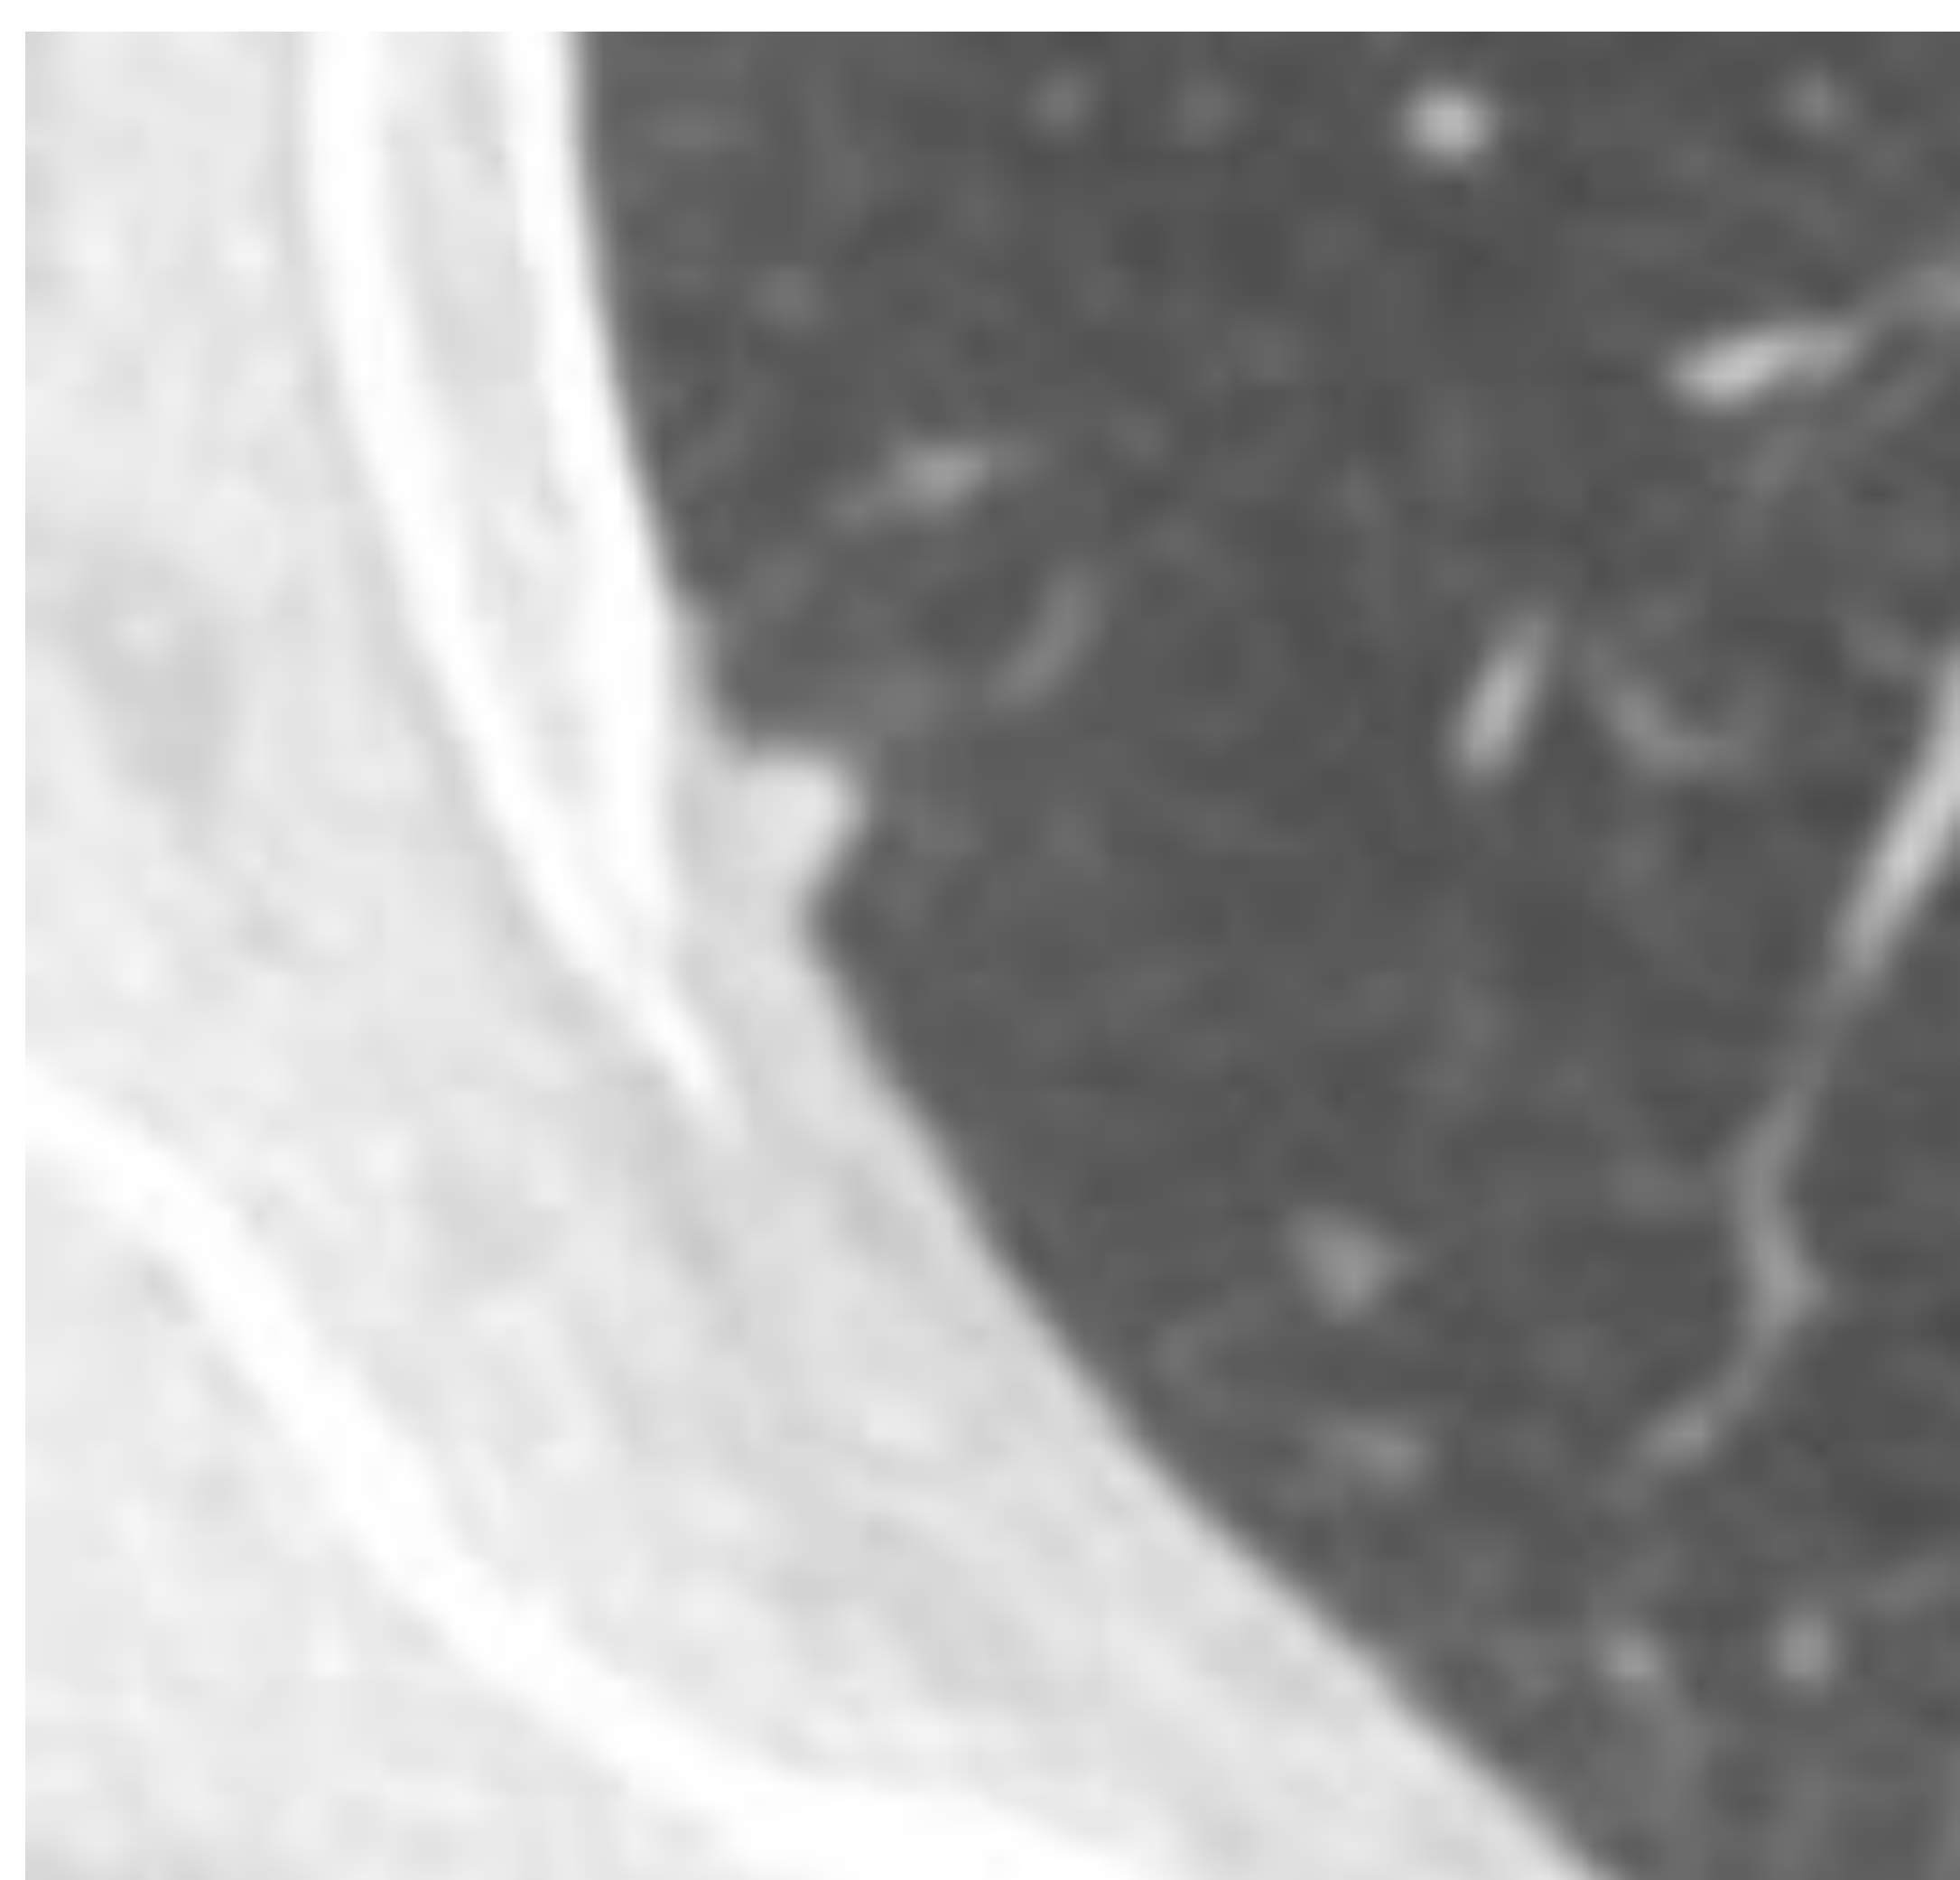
Nódulo subpleural localizado en LSD, pero infracarinal, de morfología triangular, estable en TC de seguimientos, que es muy sugestivo ganglio intrapulmonar.
